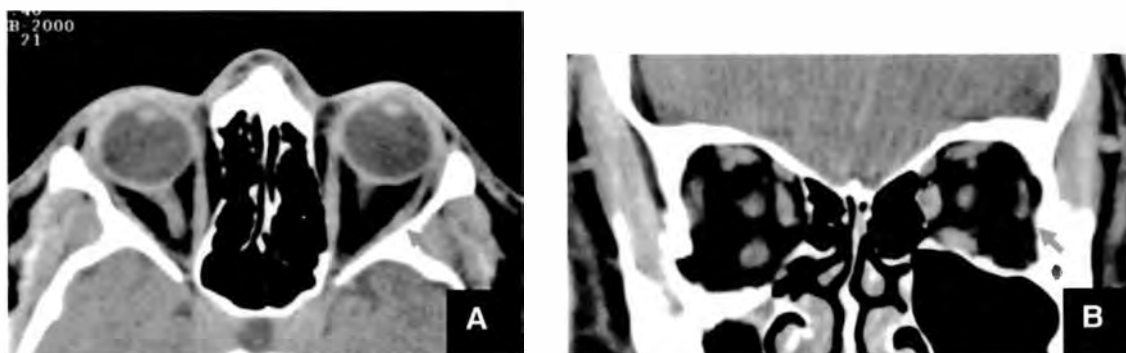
Tomografia computadorizada de órbitas em corte axial (A) e coronal (B). A seta indica a órbita normal
